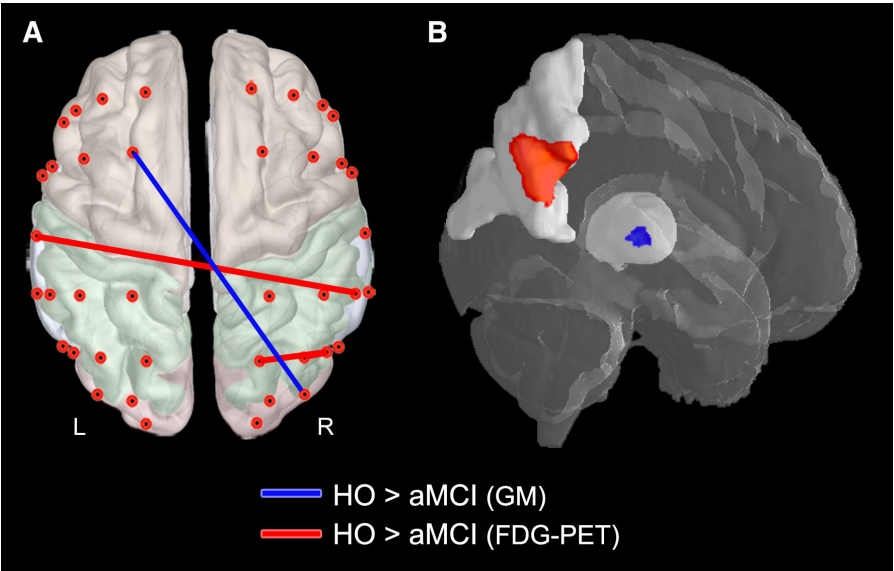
Relationship between GM/glucose consumption of EEG-alpha cerebral sources and patterns of alpha-phase coupling ($p < 0.05$; controlled for FWE). a Cortico-cortical oscillatory coupling involved in significant correlations with GM and FDG-PET changes. b Anatomical location of significant correlations. Correlations with GM are represented in blue, whereas correlations with FDG-PET are displayed in red. *L* left hemisphere, *R* right hemisphere
